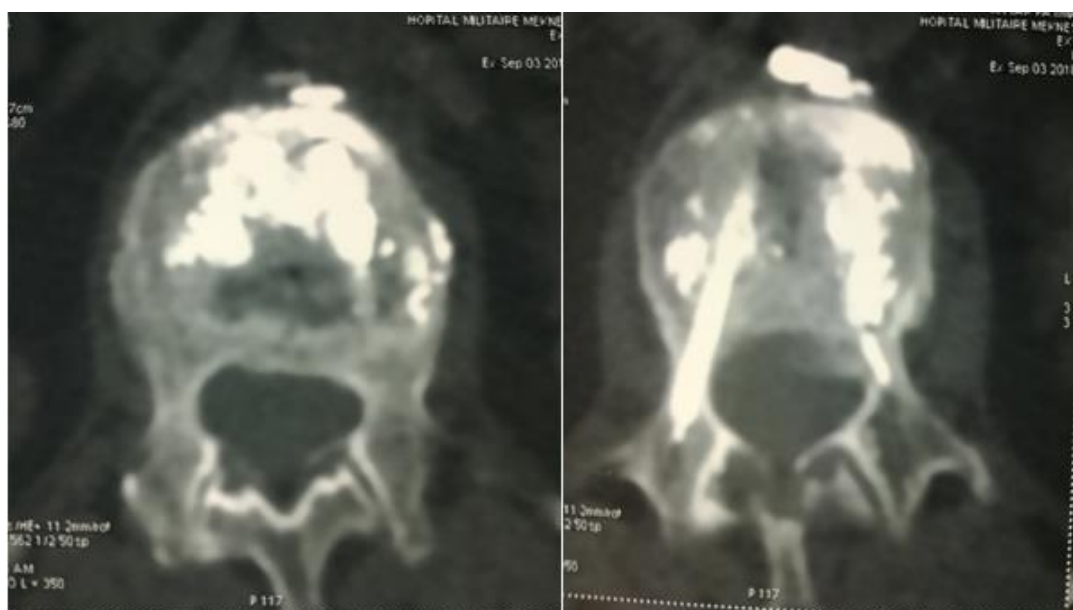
coupe axiale d'une TDM du rachis après kyphoplastie de L1 montrant une fuite de ciment
